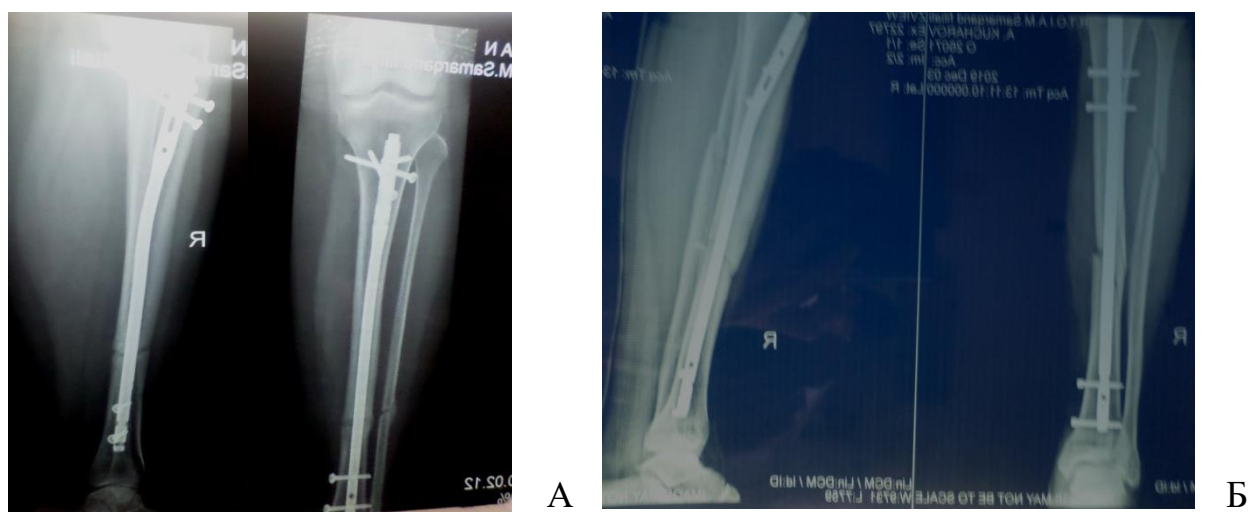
Рентгенологическая картина после операции БИОС: а - с применением ОТП; б – без применения ОТП
